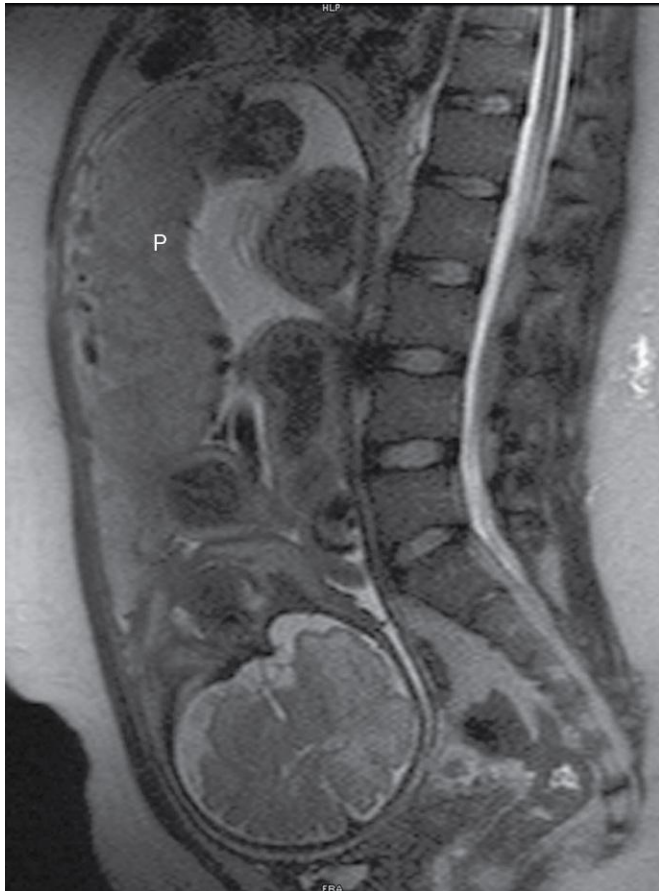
Imagen sagital de resonancia magnética de la pelvis en una mujer embarazada. Se aprecian la columna vertebral y la pelvis de la madre, así como el cerebro y los miembros fetales, y la placenta (P). (Por cortesía de Stuart C. Morrison, Section of Pediatric Radiology, The Children's Hospital, Cleveland Clinic, Cleveland, OH.)
